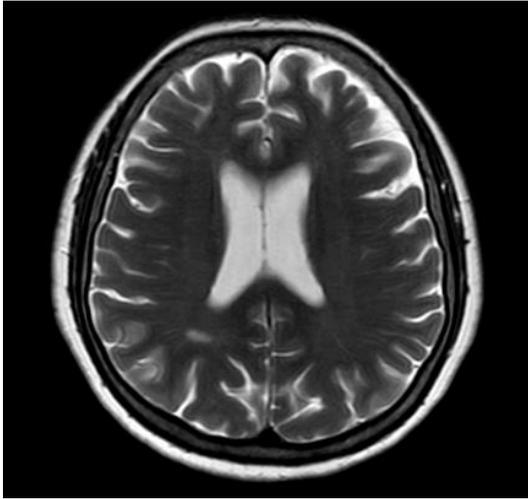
Imagen de Resonancia de cerebro en la que se observan hiperintensidades en sustancia blanca.
